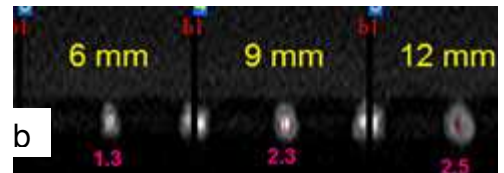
(b)- Tomografia do canal cirúrgico da amostra 14
